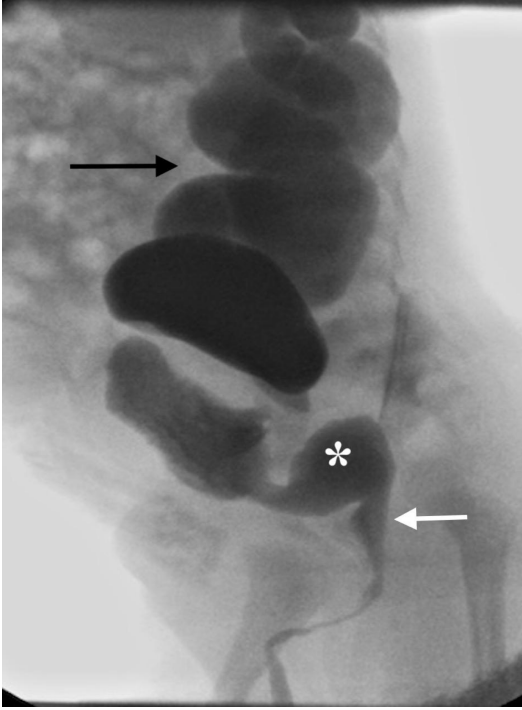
A-E. Voiding sistouretrografi tetkikinde vezikoüretoral reflü derecelenmesi. (A) Evre 1: Her iki distal üretere reflü gerçekleşmektedir (oklar). (B) Evre 2: Sol üreter ve sol böbrek kaliksiyel sisteminde reflü izlenmektedir, üreter ve kaliksiyel yapılarda dilatasyon olmadığına dikkat ediniz. (C) Evre 2-3: Sol üretere ve böbreğe miksiyon sonrasında reflü gerçekleştiği görülmektedir. Renal pelvis bifid yapıdadır. Üreter, renal pelvis ve alt polde böbrek kaliksiyel yapıları (siyah ok) dilatadır. Alt pol kaliksiyel sistemde infundibuler küntleşme eşlik etmektedir. Kaliksiyel yapılar diğer düzeylerde normal formundadır (beyaz ok). (D) Evre 3-4: Miksiyon sırasında elde edilen sağ oblik grafide sol üreterde tortiyozite olmaksızın dilatasyon, kaliksiyel sistemde dilatasyon, fornikslerde küntleşme (Beyaz ok) izlenmektedir. Papiller impresyonlar korunmuştur (siyah ok). (E) Evre 5: Sağda üreter ve böbrek kaliksiyel yapılarında ileri derece dilatasyon ve tortiyozite izlenmektedir.
